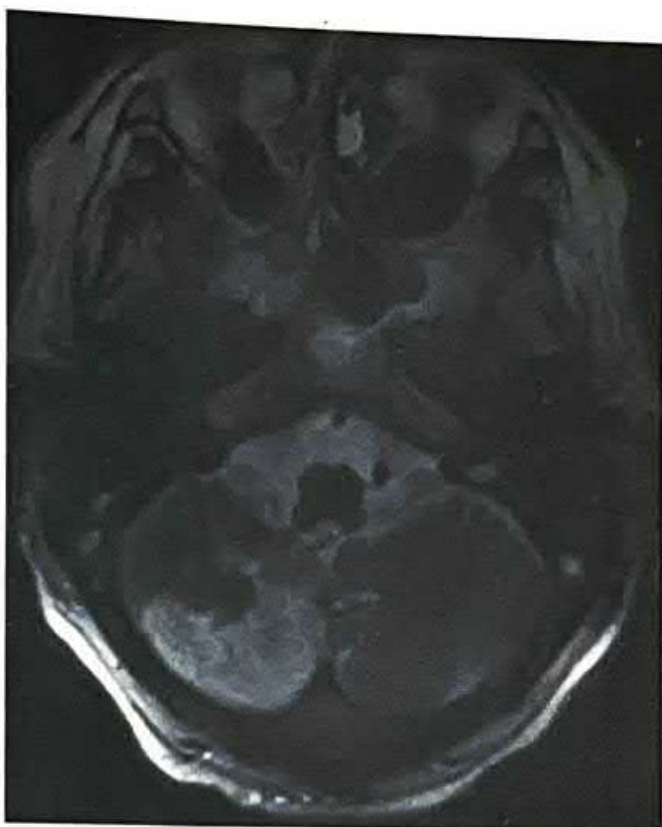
Инфаркт мозжечка. При МРТ выявлен инфаркт в бассейне мозжечковой ветви правой задней нижней мозжечковой артерии; продолговатый мозг не поражен (предоставлено Dr T. Hoffmann, Dept of Neuroradiology, Charite University Hospital, Berlin)
